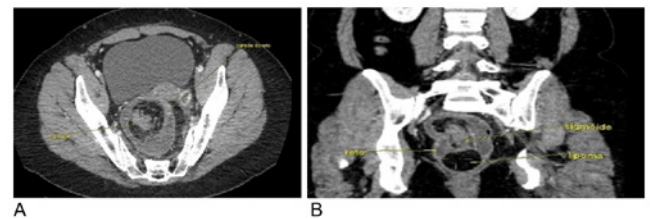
A) TOMOGRAFIA DE ABDOME MOSTRANDO INTUSSUSCEPÇÃO; B) SETAS NO SIGMOIDE, RETO E LIPOMA
